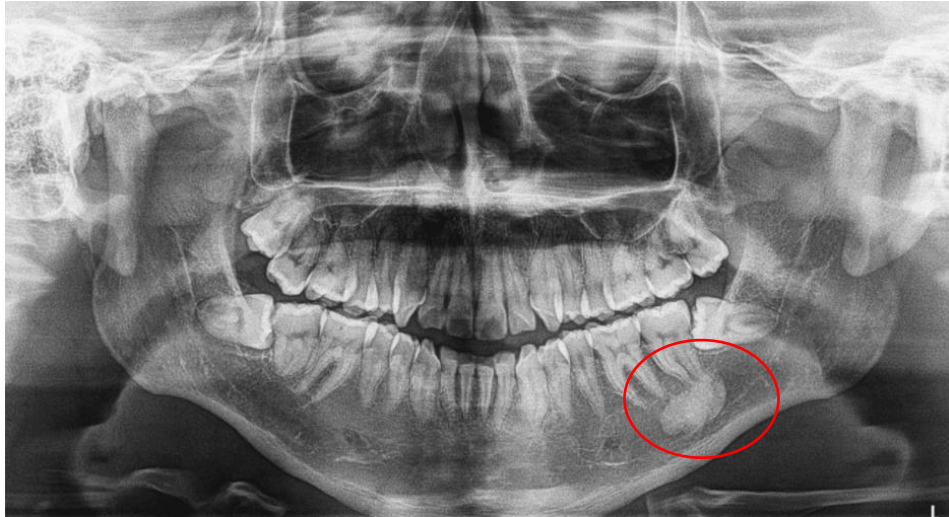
radiografía panorámica en la que se observa una imagen radiopaca de límites definidos que se proyectan a nivel apical del O.D. 37, y se extiende a nivel del O.D. 36, y proyectado sobre el conducto dentario inferior (osteoma periférico).⁵⁸
